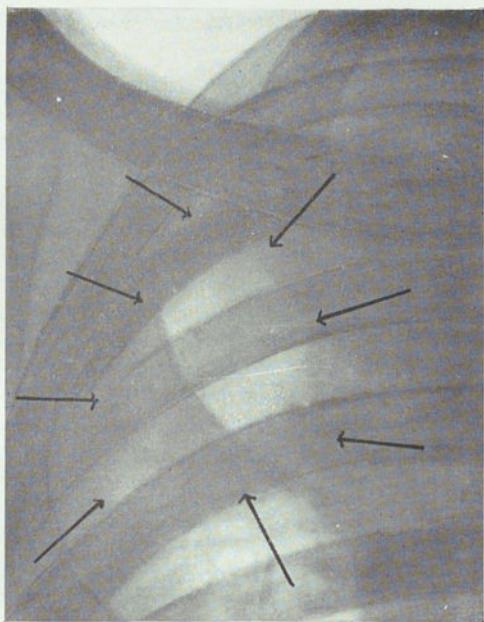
(Caso IV). Radiografía del 11-VI-39. Situación de la caverna el día del comienzo de la aspiración.
